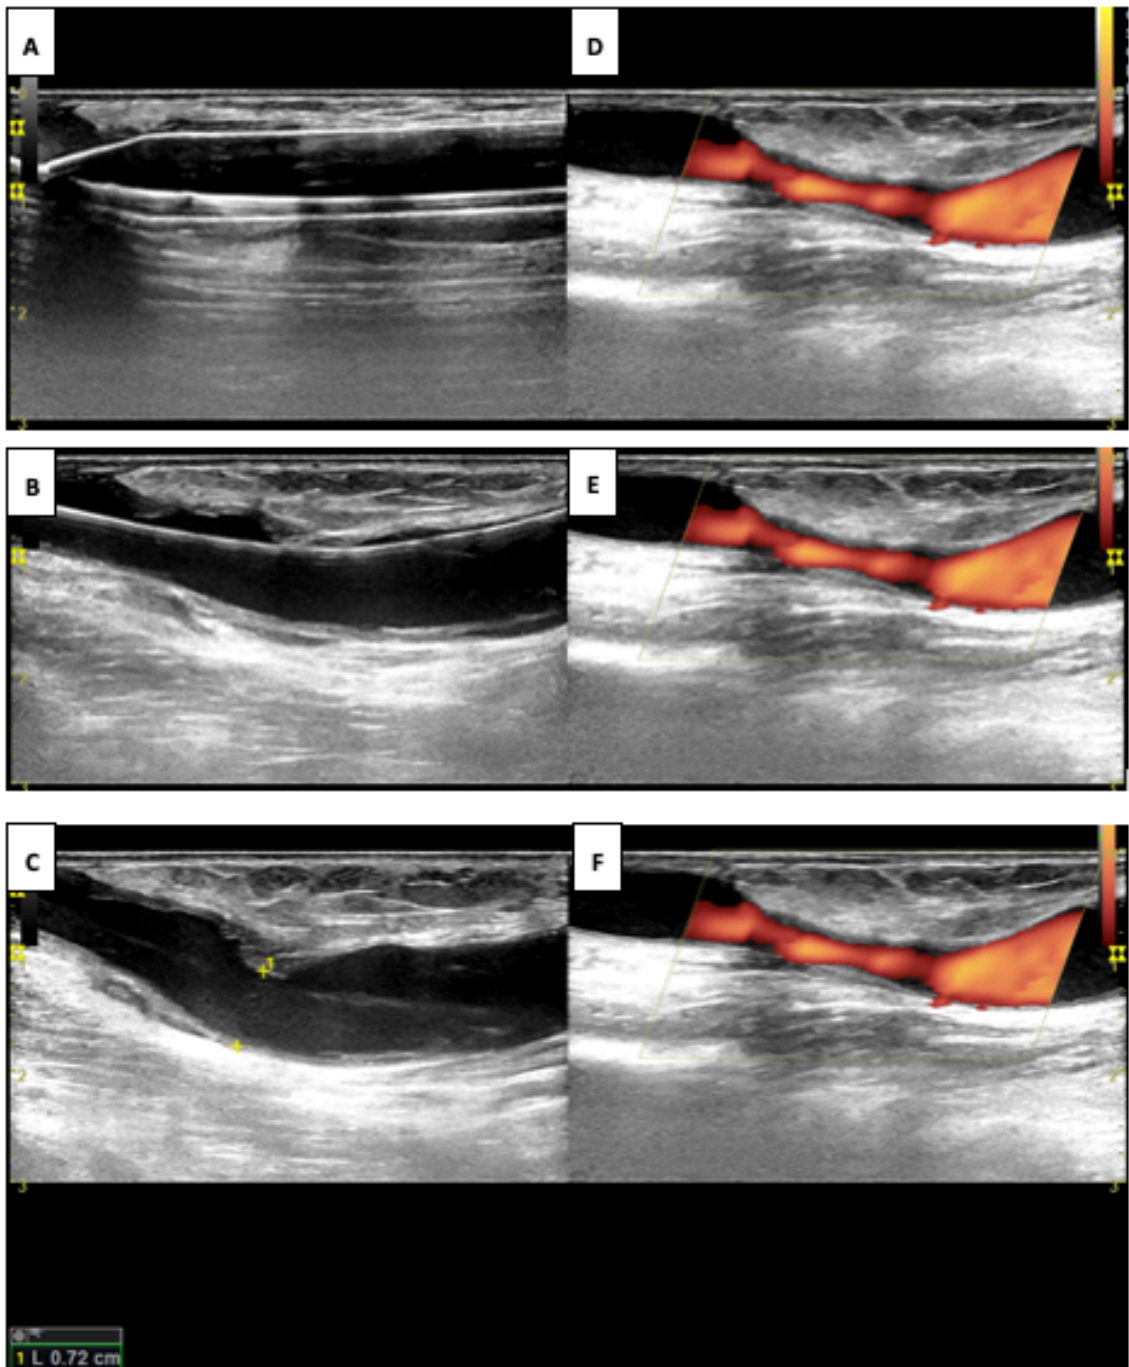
(A) Inflation du ballon de dilatation au niveau du site de la sténose avec disparition de l'encoche témoignant de l'efficacité de l'angioplastie ; (B) Rétablissement du calibre de la veine avec fil guide en place ; (C) Retrait du matériel d'angioplastie et mesure du calibre de la veine à 7,2mm ; (D, E, F) Doppler énergie montre la sténose veineuse (images comparatives)
